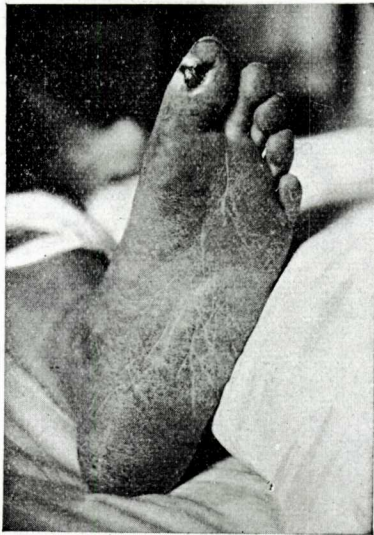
Avans de començar la röntgenoteràpia.
